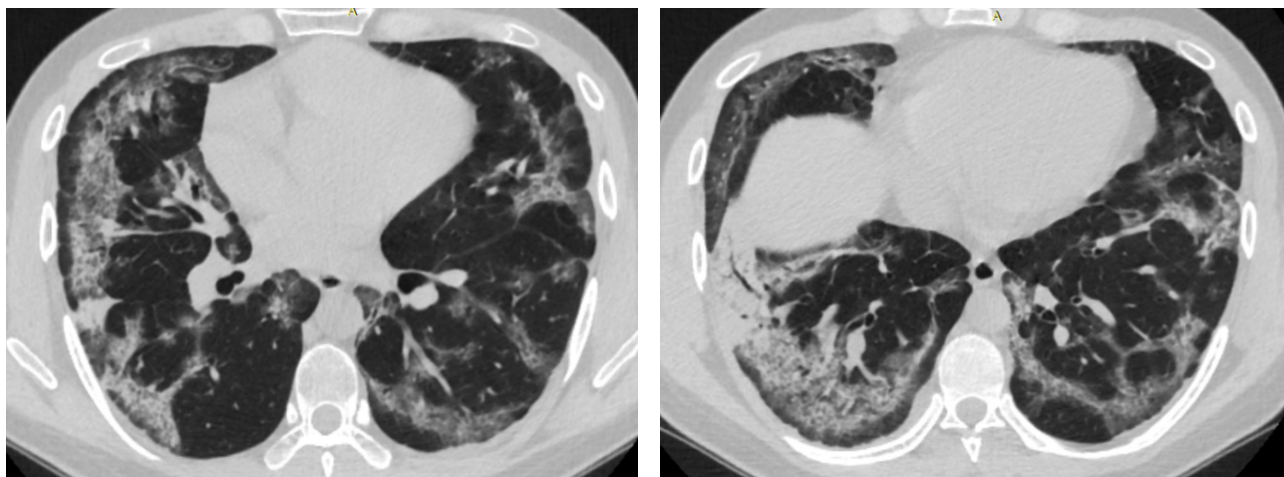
Пневматизация легочной паренхимы диффузно снижена за счет ретикулярных изменений и участков уплотнения легочной паренхимы по типу «матового стекла». В S8, S9 справа определяется зона консолидации, на фоне которой видны просветы субсегментарных бронхов (симптом «воздушной бронхографии»), что характерно для бактериальной пневмонии. Заключение. КТ-картина двусторонней полисегментарной интерстициальной пневмонии, осложненной бактериальной пневмонией справа.
